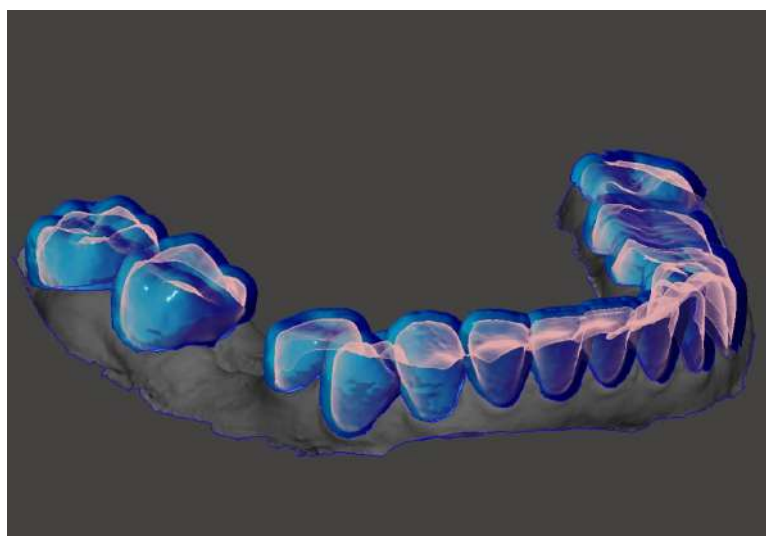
Экструзия сегментированной модели зубов на 1 мм
